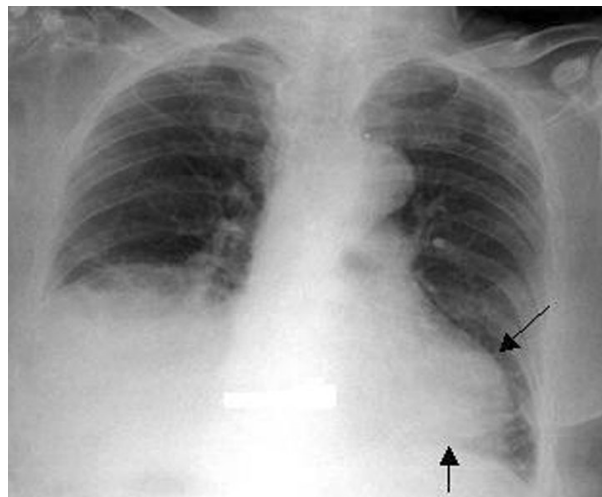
Radiographie thoracique. Flèches noires : opacité rétrocardiaque
